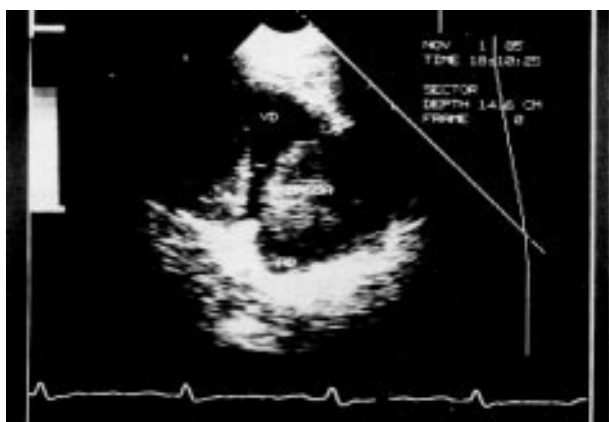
Ecocardiograma bidimensional, visibilizando-se imagem do tumor (massa) no interior do átrio direito.
